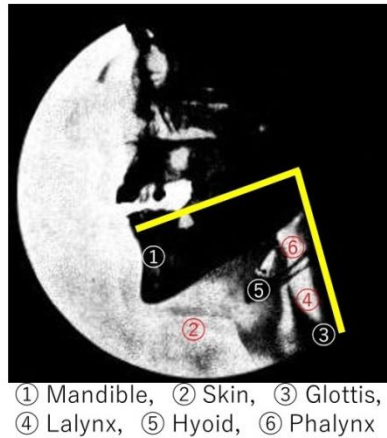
X-ray photo for Vocal Tract [5]
